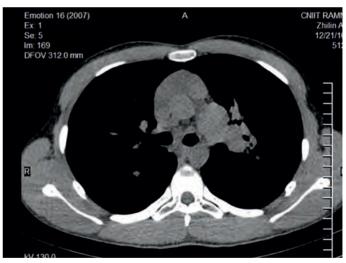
Компьютерная томография органов дыхания пациента Ж. при поступлении
